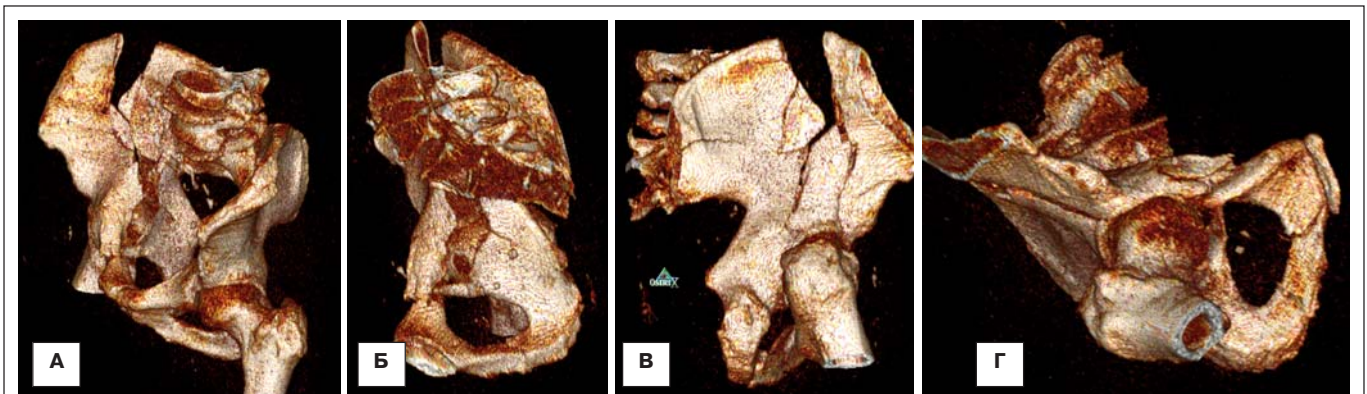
Трехмерная реконструкция КТ того же перелома.
